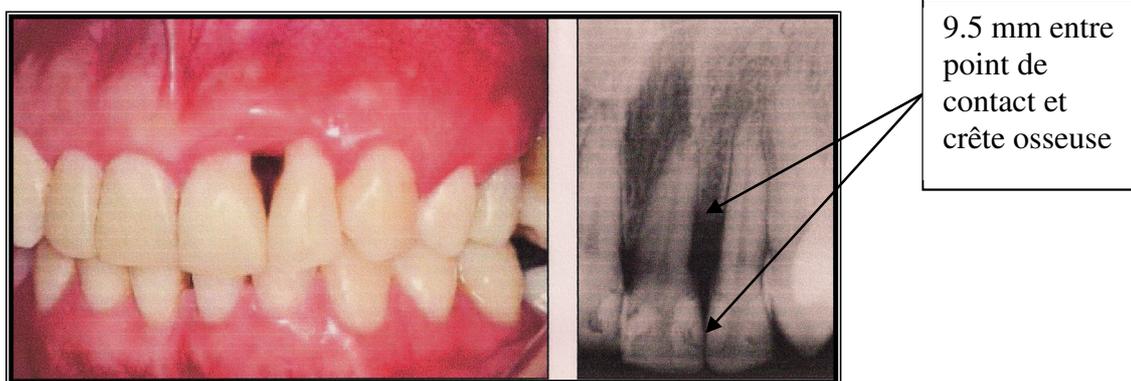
Situation clinique et radiographique préopératoire (papille de classe III)
